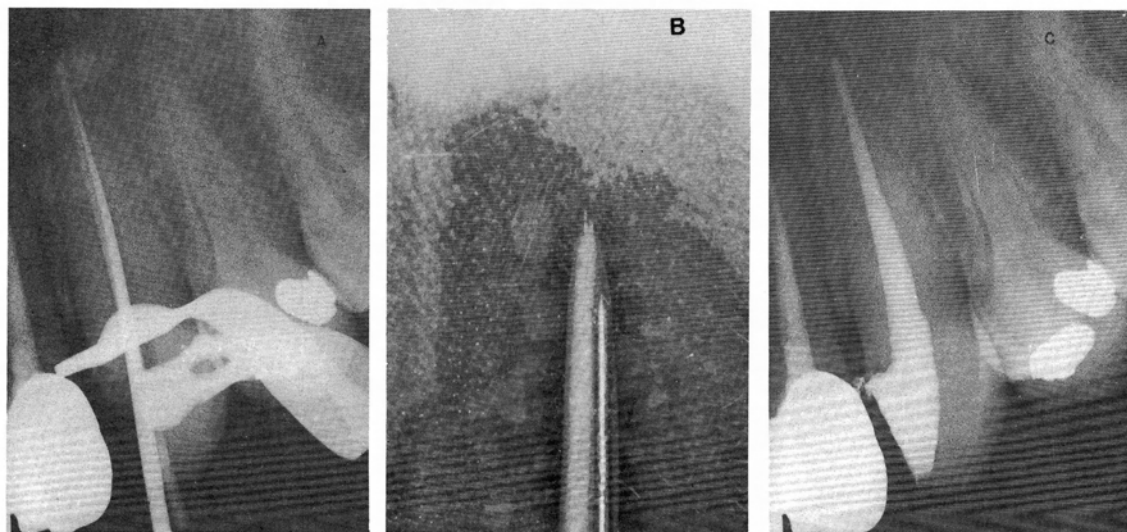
a) Radiografía de canino superior en la que puede apreciarse cómo el espaciador penetra hasta las proximidades del ápice. b) Fotografía de condensación lateral en un bloque de metacrilato. c) Radiografía final.
